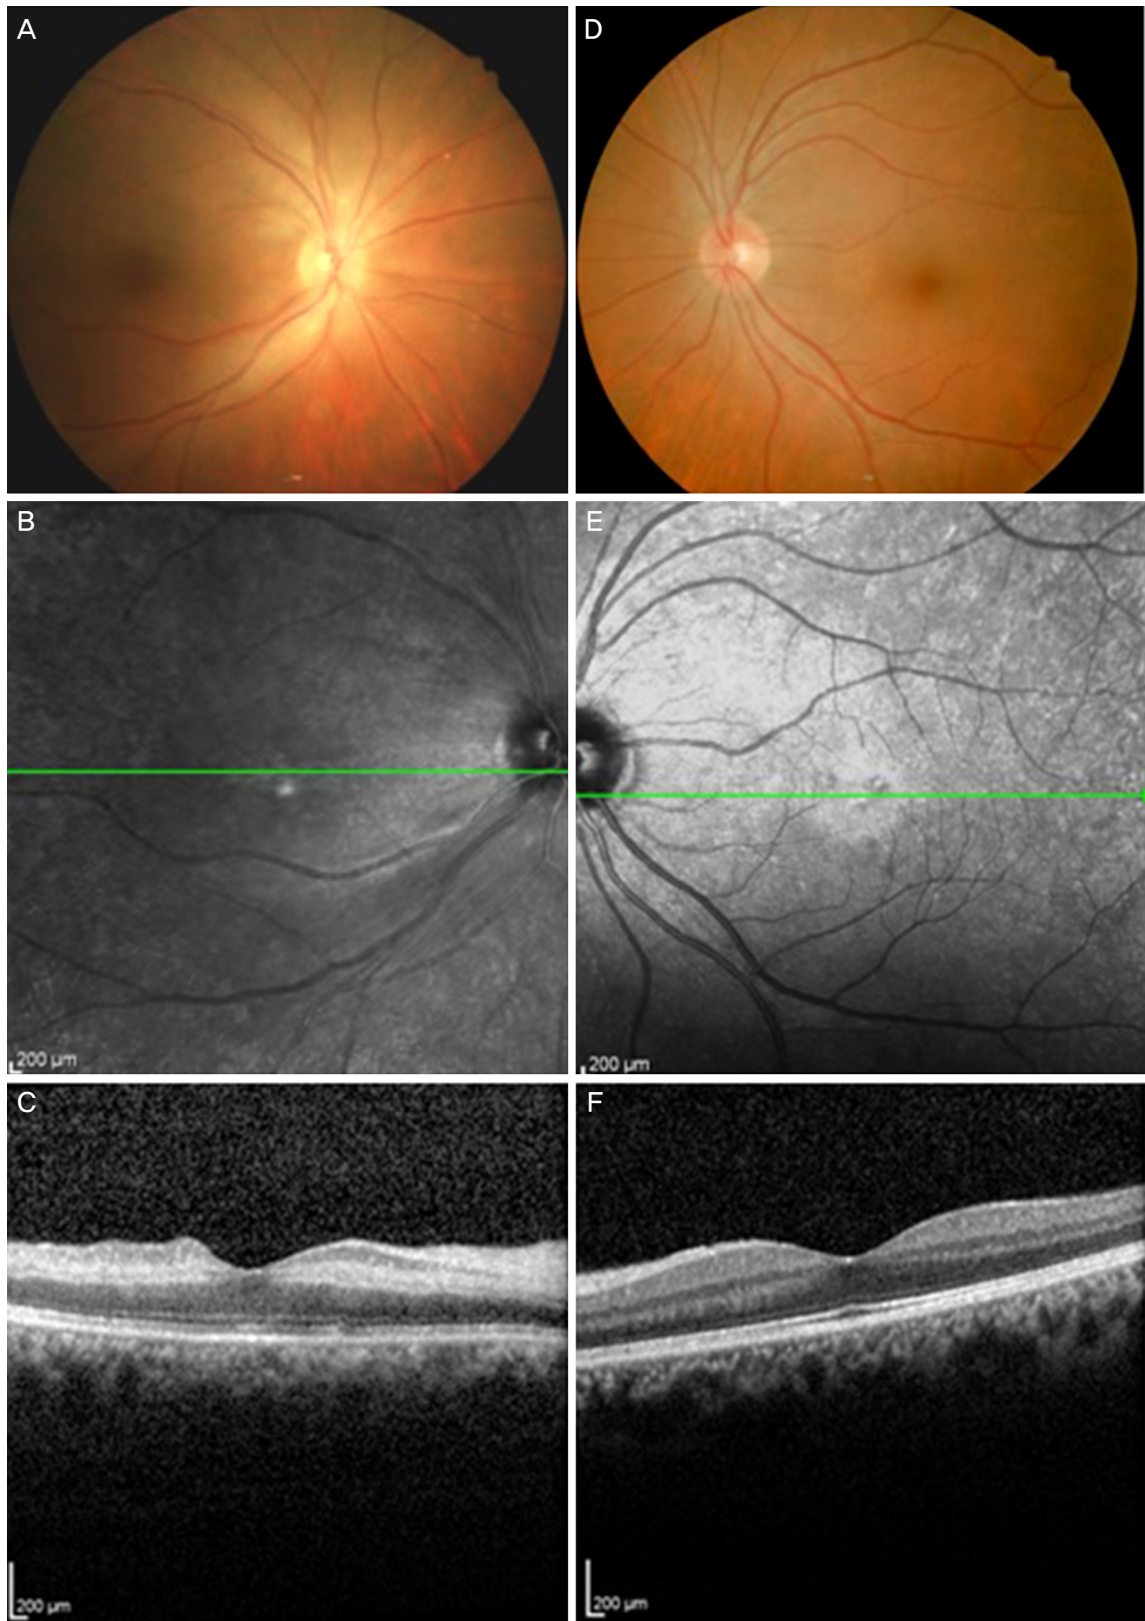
Photographs of fundus and optical coherence tomography (OCT). (A) Ischemic change for the perifovea and posterior pole. (B) It shows cross section line in OCT. (C) The edema of inner retina is seen which is typical sign of central retinal artery occlusion. Each retinal layer is difficult to differentiate. (D) The other fundus of same patient looks like normal. (E) It shows cross section line in OCT. (F) The other eye of same patient shows normal retinal layers.
